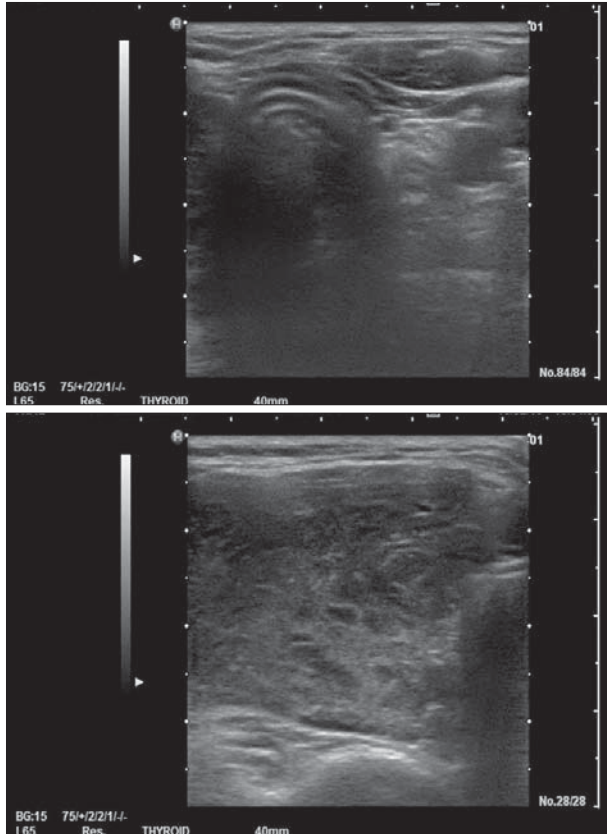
Ultrasonogram showing agenesis of left thyroid gland and enlargement of right thyroid gland with heterogeneously low echo, fibrotic band and increased vascularity consistent with Hashimoto's thyroiditis.
